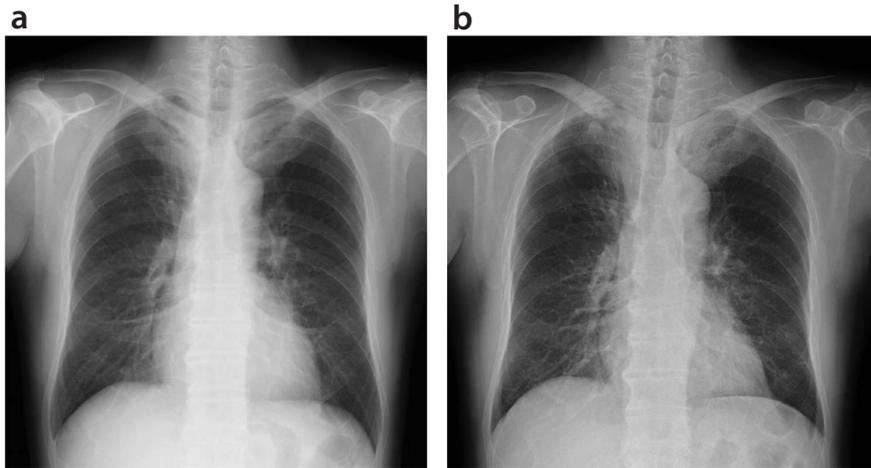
症例2の初回受診時胸部X線(a)と6年後の胸部X線(b)
